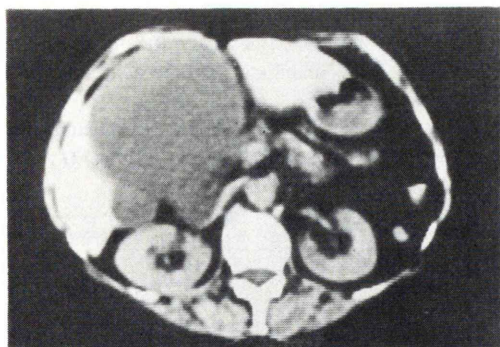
CT scan in the liver cyst. A large cyst is noted in the inferior aspect of the right lobe of the liver.
